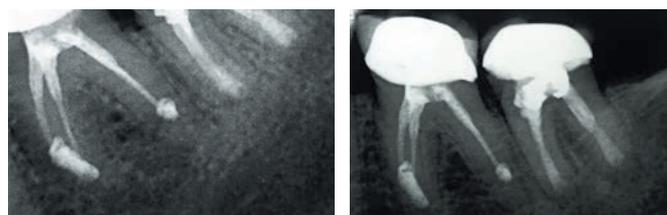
На контрольной рентгенограмме через 6 месяцев — восстановление костной ткани в области зуба 3.7; клинических жалоб нет
